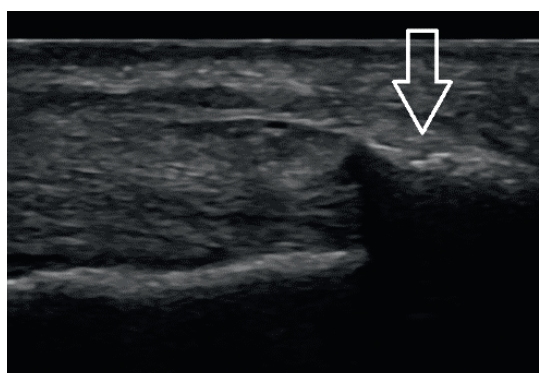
Links: «Dorsaler Fersensporn» (Pfeil) (= Enthesophyt) im seitlichen stehenden Röntgen bei mechanischer Insertionstendinopathie. Rechts: Korrelierender Longitudinalschnitt mit Kontursprung bei dorsaler «Schallauslöschung» durch den Enthesophyten.
